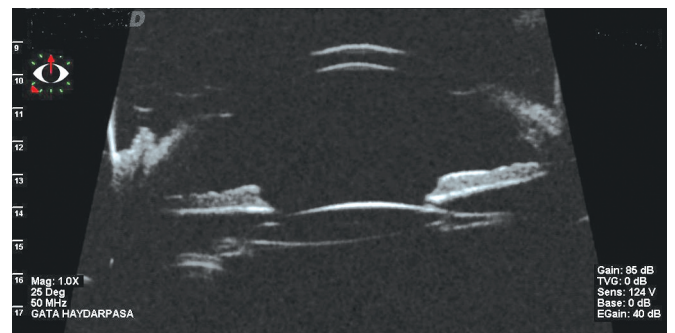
Marfan Sendromlu fakik olguda ultrason biomikroskopi görüntüsünde uzamış zonüller ve subluks lens.
